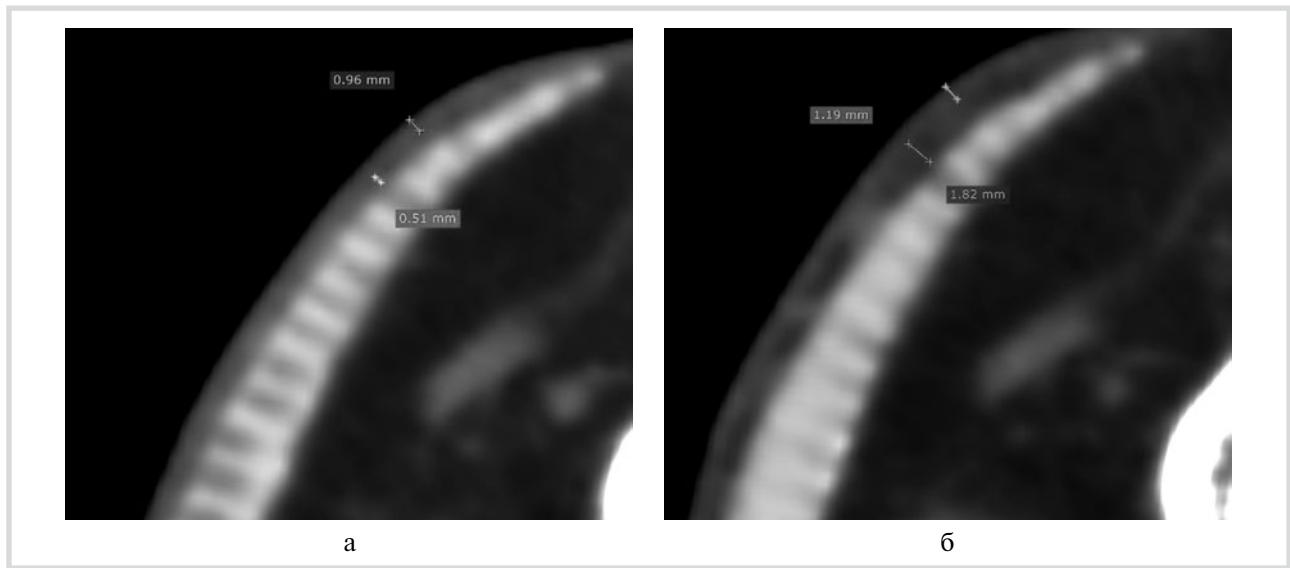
МСКТ; мягкотканное окно WL: 106 WW: 553, аксиальный срез толщиной 0,5 мм.
